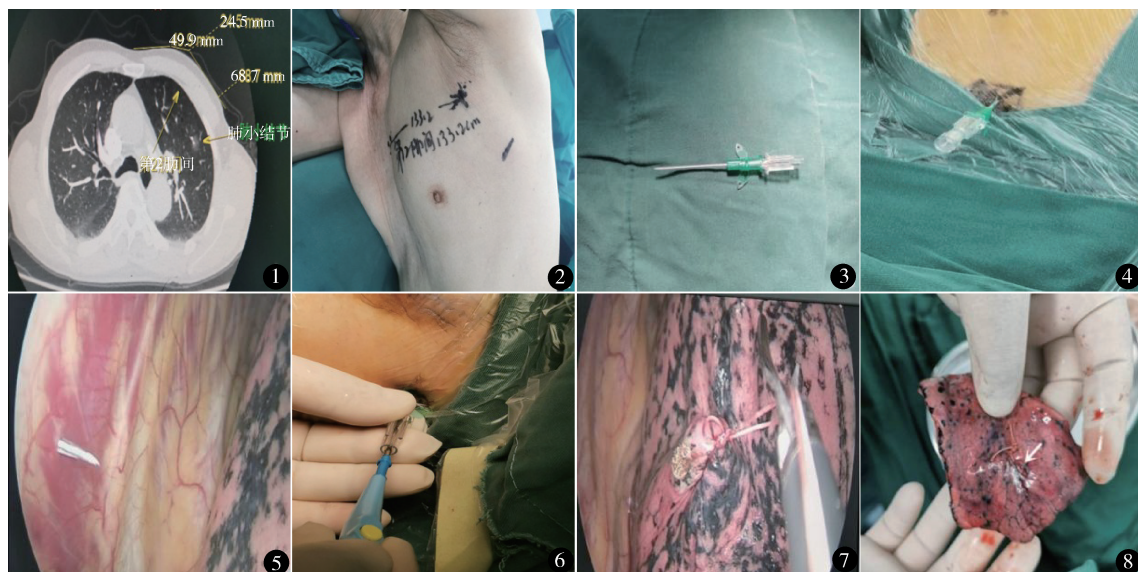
左上肺小结节术前在 CT 下进行测量与前正中线距离,位于第 2 肋间 图 2 摆好体位后,根据术前测量数据进行定位 图 3 动静脉留置针实物图 图 4 术中动静脉留置针由定位点垂直于胸壁进行穿刺 图 5 动静脉留置针刚刚进入胸腔 图 6 电刀对准动静脉穿刺针尾部金属进行电灼 图 7 在肺表面电灼结痂部位缝线标记缝线 图 8 标本示结节位于切下的标本缝线旁
